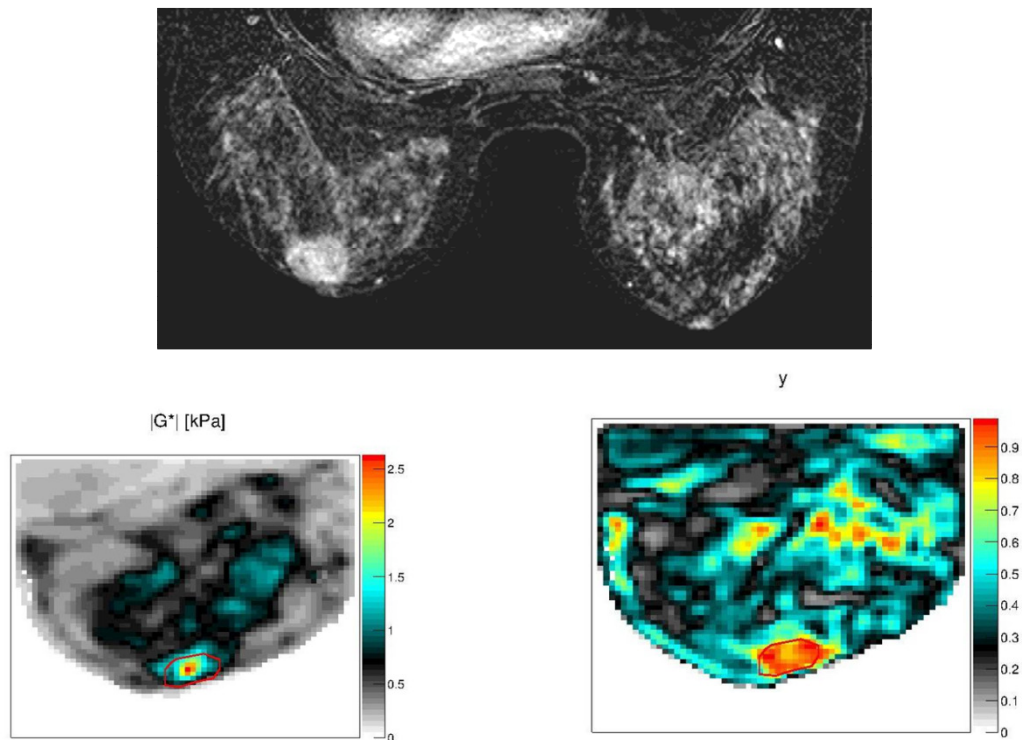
42 ans, Carcinome canalaire infiltrant, grade 3. La masse est visible en rétro-aréolaire gauche, classée BI Rads 4 en échographie et IRM. Les paramètres élasto sont en faveur d'une lésion peu déformable et visqueuse, suspecte de malignité. La biopsie est en faveur d'un carcinome canalaire infiltrant de haut grade.
